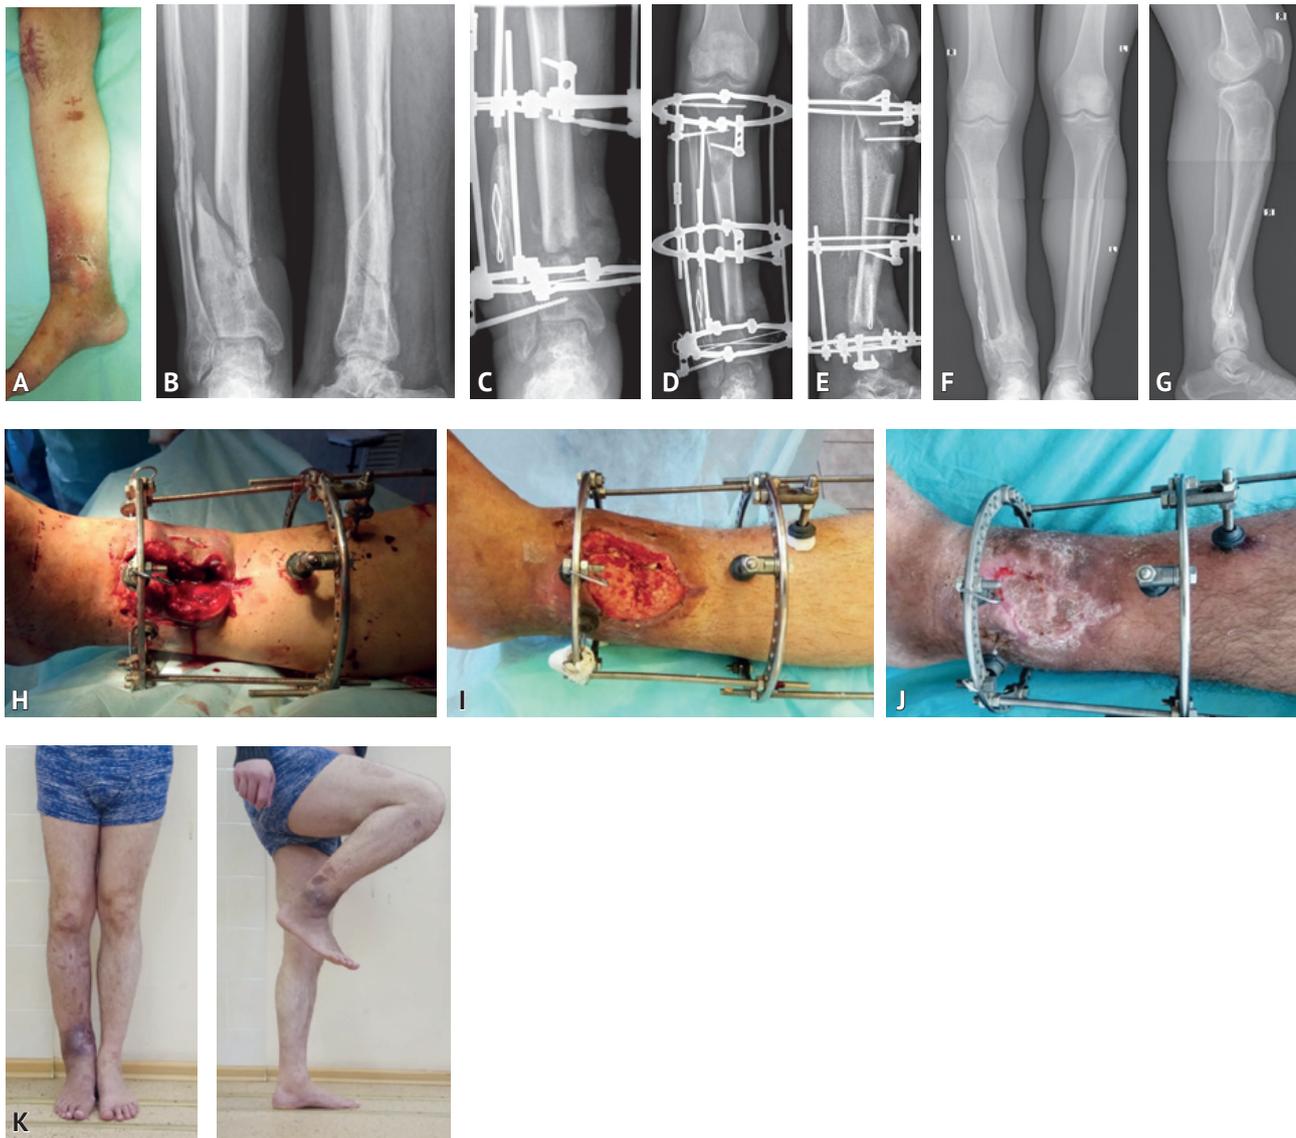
Пациент 37 лет с диагнозом: ложный сустав правой большеберцовой кости в нижней трети, остеомиелит, абсцесс нижней трети правой голени: А – внешний вид голени при поступлении; В – рентгенограммы правой голени при поступлении; С – рентгенограммы в прямой проекции после операции; D, E – рентгенограммы голени в прямой и боковой проекциях через 3 месяца после операции; F, G – рентгенограммы в прямой и боковой проекциях через 1 год после операции; H – внешний вид раны после операции; I – внешний вид раны через 3 недели; J – внешний вид раны через 2 месяца после операции; K – внешний вид и функция через 1 год после операции
